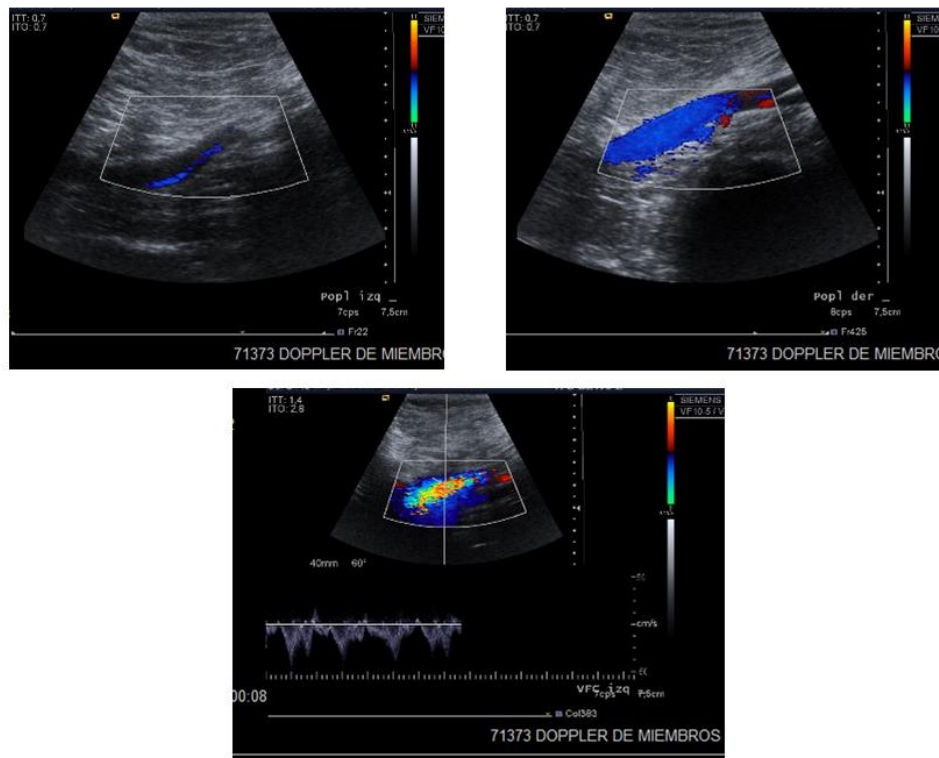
Ecografía Doppler Hospital de La Princesa. Trombosis parcial de vena poplítea con algo de flujo periférico y que se extiende hasta la vena femoral superficial más distal
